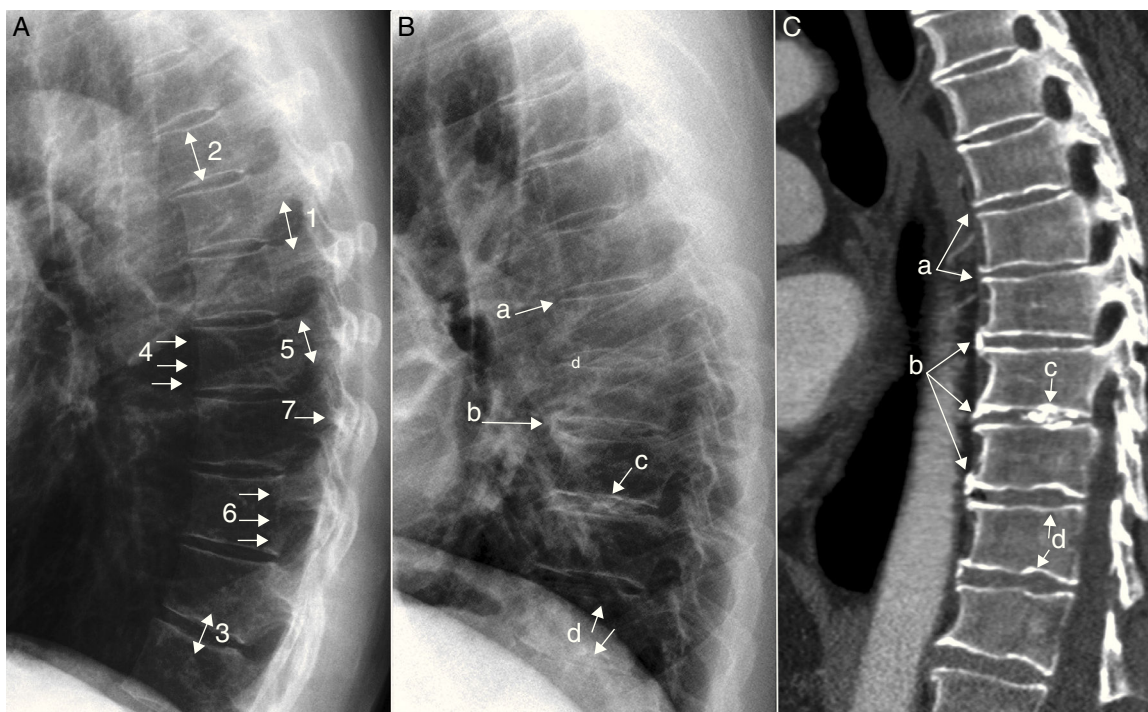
Espacio posterior o vertebral. A) Radiografía lateral (RL) de tórax normal. (1) Agujero intervertebral. (2) Altura del cuerpo vertebral. (3) Altura del espacio intervertebral. (4) Muro anterior del cuerpo vertebral. (5) Pedículo. (6) Muro posterior del cuerpo vertebral. (7) Complejo costovertebral. B) RL de tórax y C) reconstrucción sagital de tomografía computarizada de un paciente con cambios degenerativos. (a) Disminución del espacio intervertebral. (b) Osteofitos anteriores. (c) Calcificación del disco intervertebral. (d) Nódulos de Schmörl.
